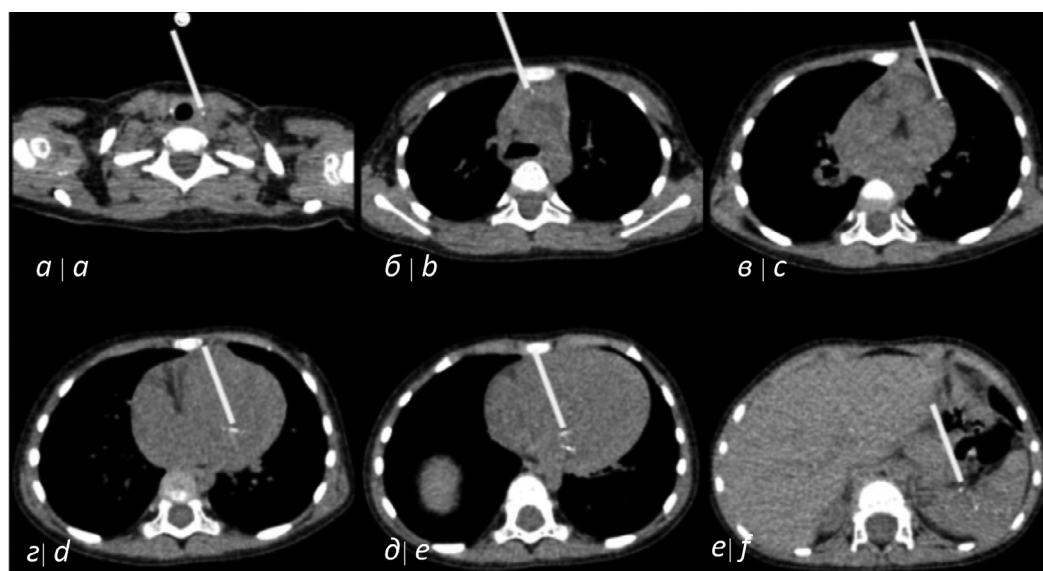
КТ пациентки Л. без контрастирования. Аксиальные срезы.
